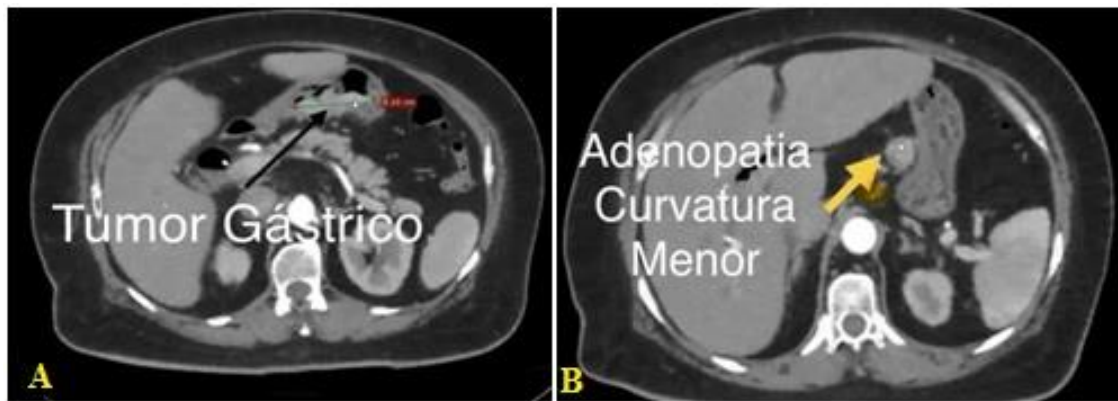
TAC de abdomen A. tumor gástrico antral (cara posterior de aproximadamente 6 cm de longitud) región antro pilórica. B: adenopatía en curvatura menor.
